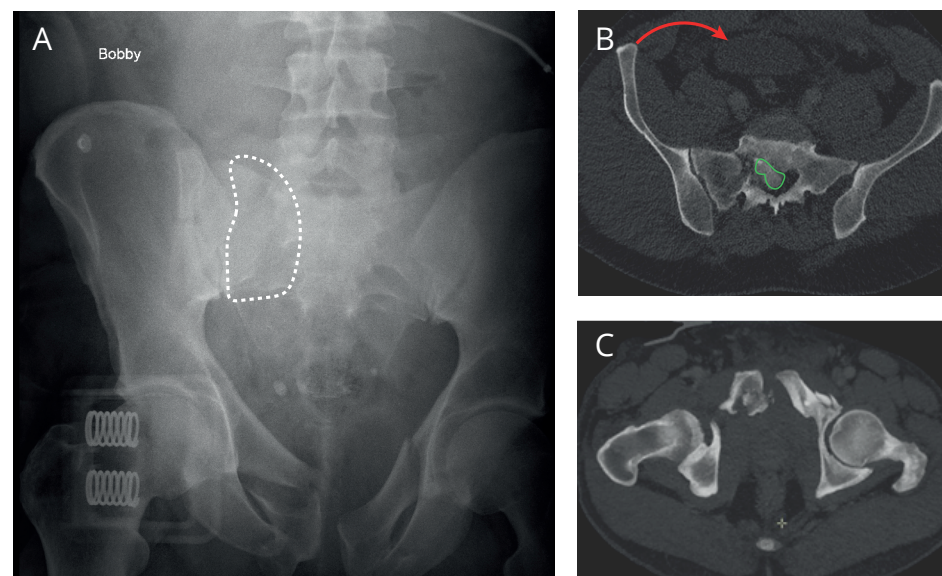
Lésion LC II en radiographie et CT-scan. Une fois le diagnostic posé, le retrait de la ceinture s'impose. En effet, elle vient aggraver la situation car son action est identique au mécanisme lésionnel. Le patient est neuro-intact mais présente une lésion complète de l'urètre. (A), fracture du sacrum difficilement visualisée (blanc) sur la radiographie de salle d'urgence ; lésion en compression des BIP. On peut conclure sur base radiographique à une lésion Tile B. (B), rotation interne de l'hémi-pelvis D (flèche). On peut conclure au CT-scan à une lésion de type LC II car la fracture postérieure rend le bassin instable horizontalement. Notez (rare) la rétropulsion d'un fragment sacré en endocanalaire (vert). (C), Image MIPR des lésions des branches ischio-pubiennes par traumatisme en compression.
